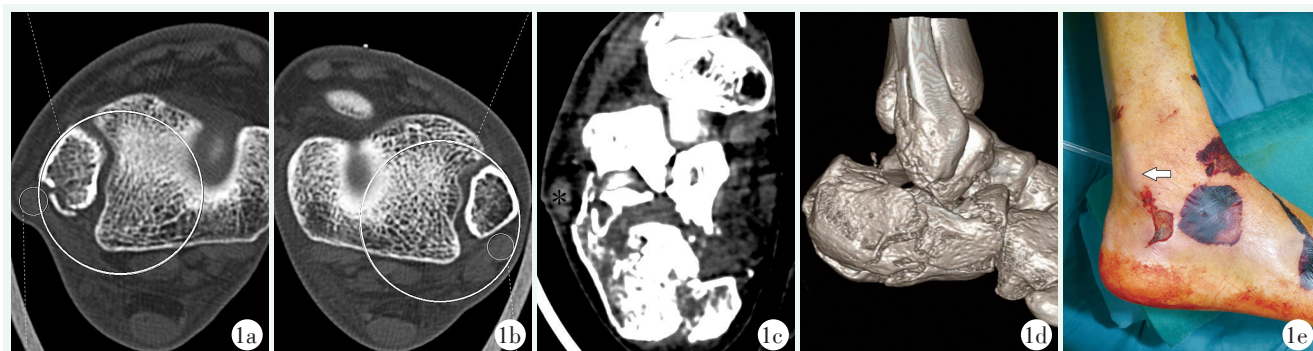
患者男性，56 岁，高处坠落伤致右跟骨骨折。1a: 轴向 CT 图像，以腓骨前外侧弧面画对应的最佳拟合圆，腓骨肌腱影圆心越过圆圈，“逃逸征”阳性；1b: 健侧“逃逸征”阴性；1c: 后关节面塌陷，外侧壁膨隆，顶压腓骨肌腱（黑色*号）；1d: 三维 CT 重建示跟骨塌陷型骨折，外踝后缘撕脱骨片；1e: 麻醉后体检触及外踝后缘隆起，腓骨肌腱不稳定（白色箭头），临床诊断腓骨肌腱脱位。
